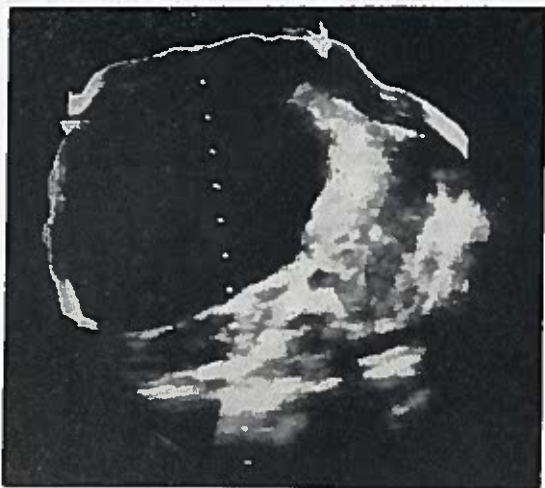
Ecotomografia preoperatoria: formazione transonica, ad asse maggiore longitudinale, in stretta contiguità con il fegato. Le vie biliari intraepatiche appaiono normali.
